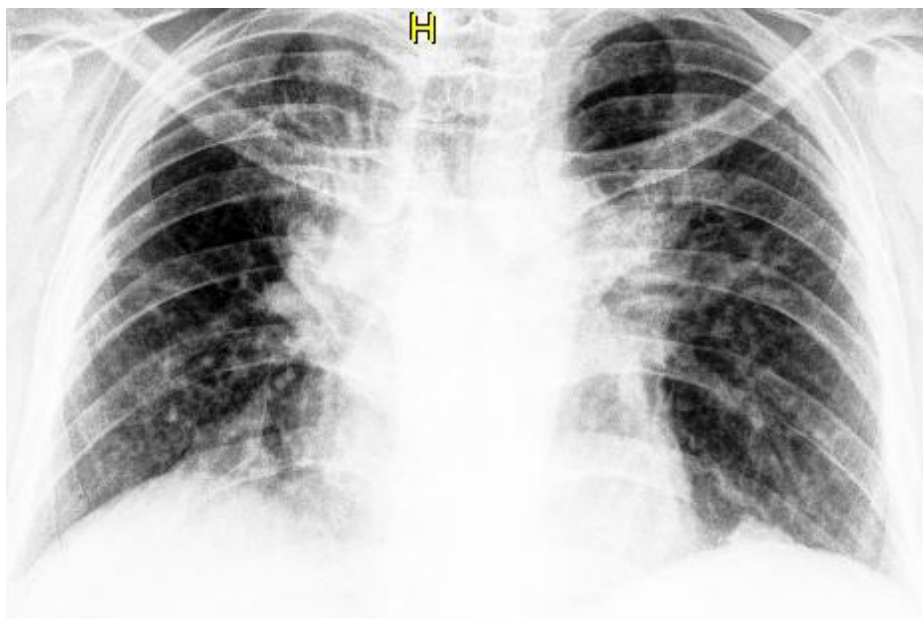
Оглядова рентгенограма органів грудної порожнини хворої І.
